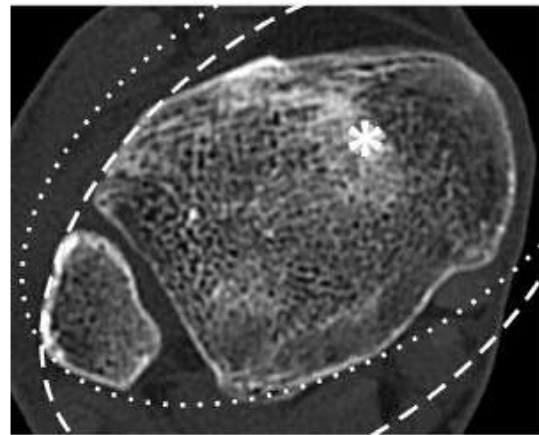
Assessment of the position of the distal fibula in the fibular notch on axial CT scan 5 mm proximal to the ankle joint line. Normally, the anterolateral surface of the distal fibula corresponds with the anterior aspect of the distal tibia (dotted line), and the posterolateral surface of the distal fibula corresponds with the posterior aspect of the distal tibia (dotted line). *Medial condensation of cancellous bone in the distal tibial metaphysis indicating the proper level of CT scan
